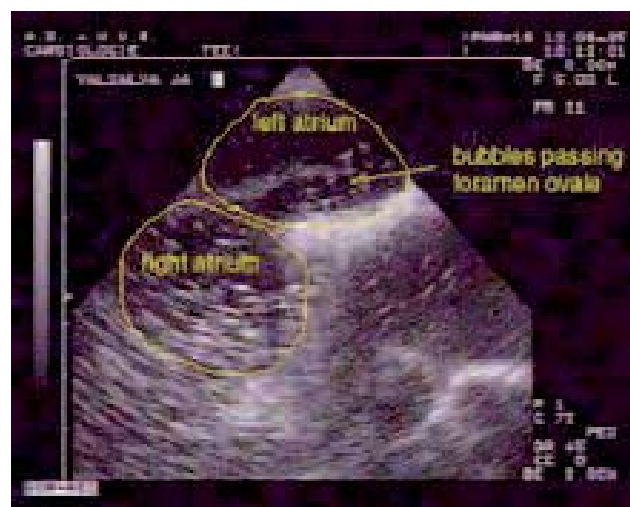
Vue échographique transœsophagienne du passage de microbulles à travers le foramen ovale perméable. P. Germoupré
